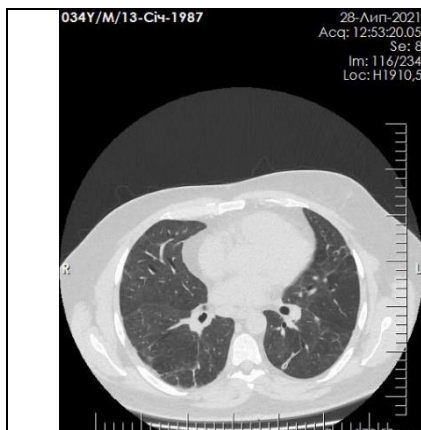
КТ ОГП 28.07.21.
